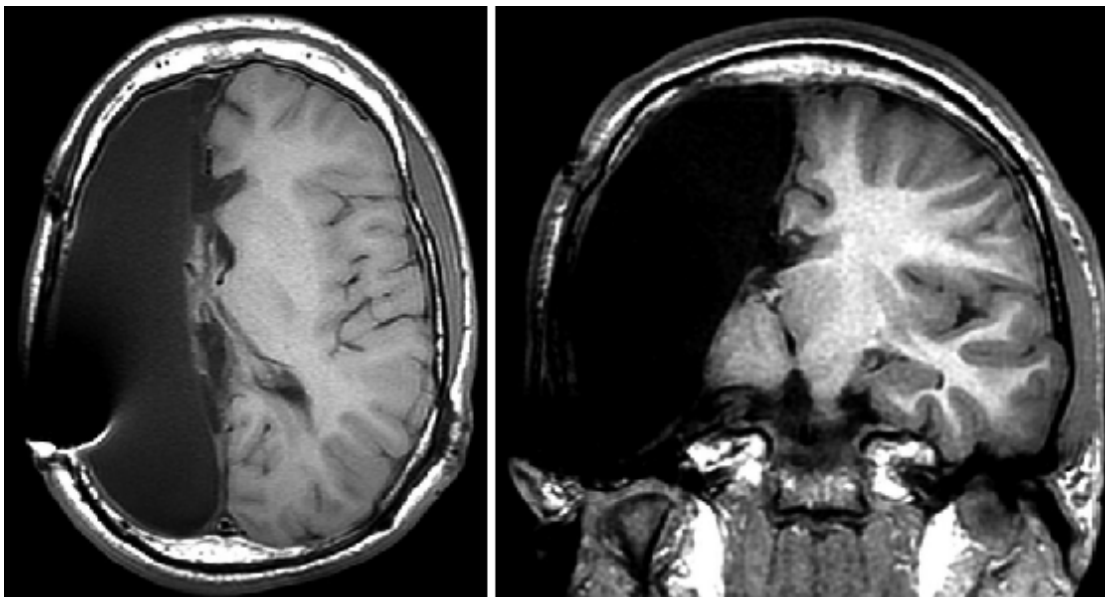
I RM T1 axial et : aspect radiologique ap Hémisphérectomie anatomique droite.
